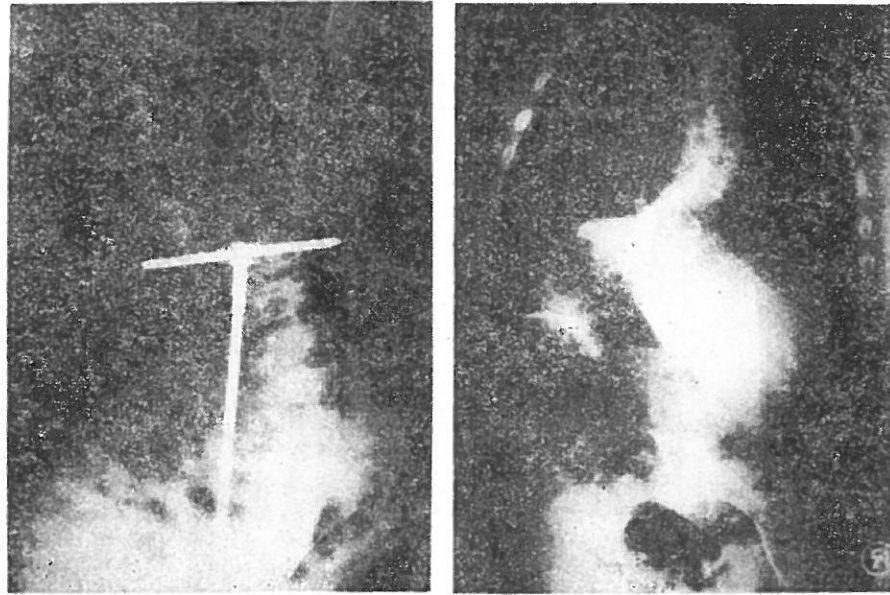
Preoperative and Postoperative X-rays (Case III)
